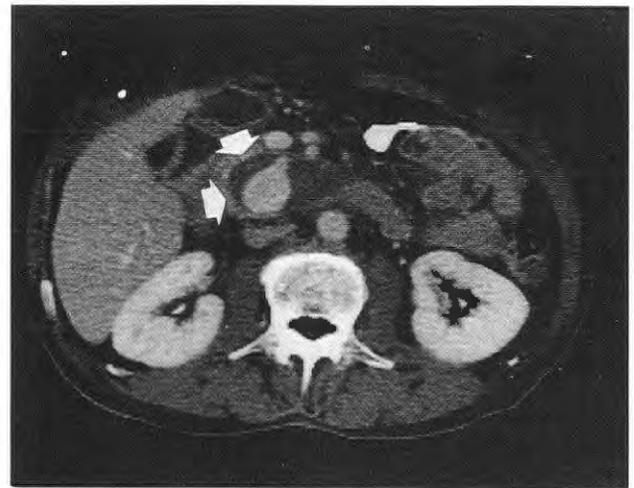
Caso 2. TAC abdominal: masa en cabeza pancreática (flechas) que capta contraste. Compatible con pseudoaneurisma con trombo mural.
